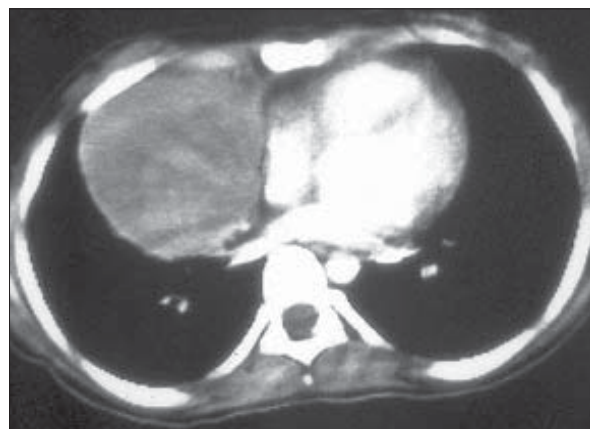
Limfom Hodgkin. Secțiune CT de torace postcontrast. Voluminoasă masă paramediastinală dreapta în contact dorsal cu vena pulmonară inferioară.
